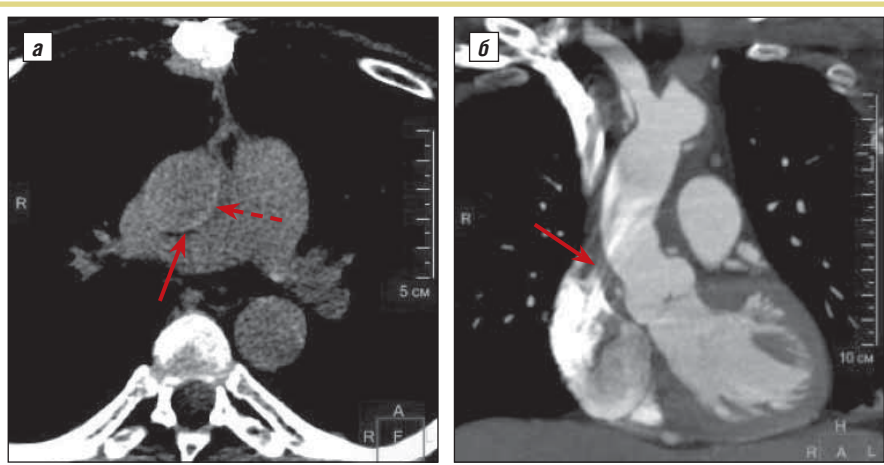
То же наблюдение. КТ в динамике после пластики корня и протезирования восходящего отдела аорты: а — аксиальная проекция, нативное исследование. Визуализируется протез в виде более плотной «стенки» восходящей аорты (стрелка). Небольшой жидкостной послеоперационный коллектор (пунктирная стрелка); б — фронтальная реконструкция, артериальная фаза сканирования. Отсутствие визуализации интимального лоскута (стрелка)
